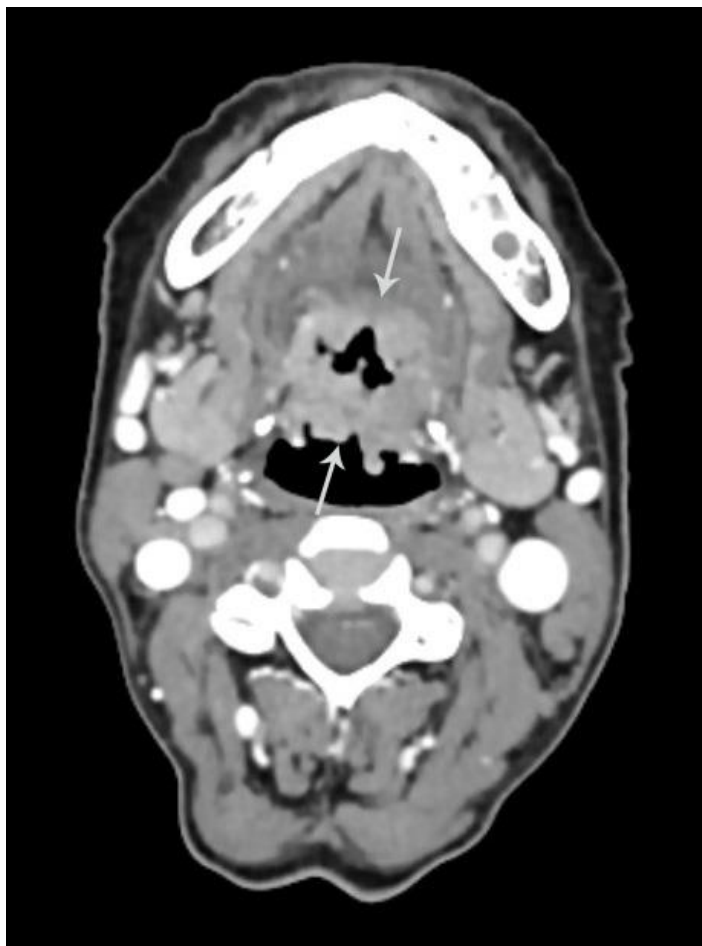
Компьютерная томограмма тканей полости рта в аксиальной проекции, с внутривенным контрастированием. Рак языка. В области корня языка визуализируется зона деструкции с уплотнением тканей по периферии, накапливающая контрастный препарат, средней плотностью +90HU (min/max +62...+110HU).
